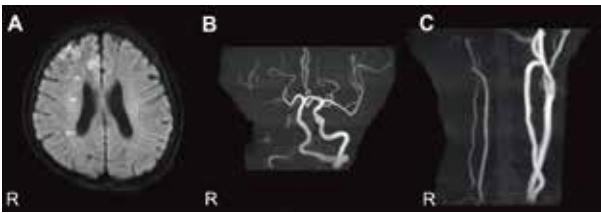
Magnetic resonance imaging (MRI) during the recurrence of internal carotid artery occlusion on postoperative day 15
